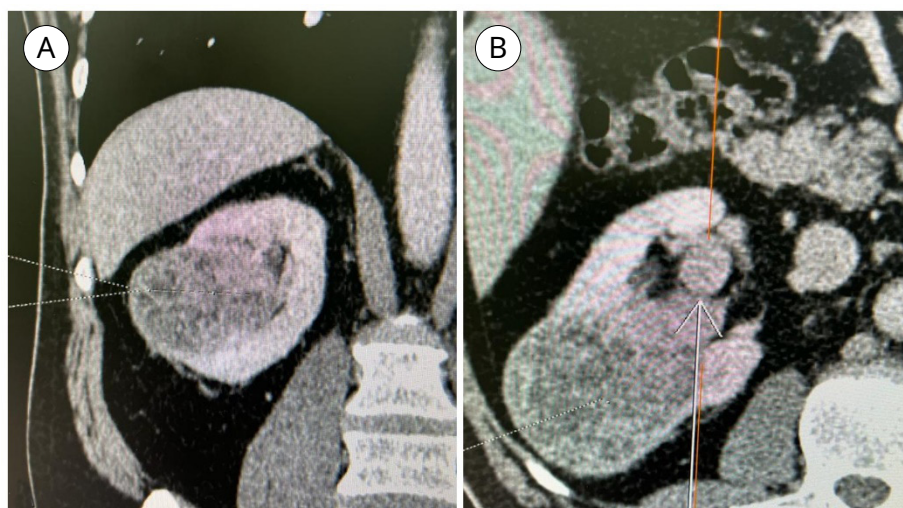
Мультиспиральные компьютерные томограммы: А — большой опухолевый узел (83 × 64 × 62 мм); В — меньший опухолевый узел (диаметр 13 мм)
